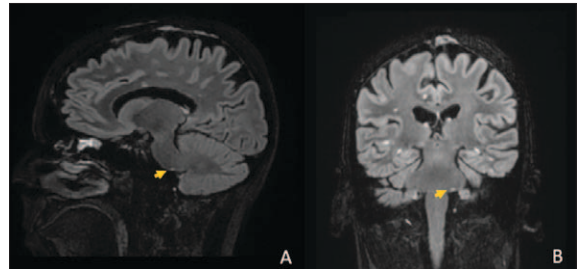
Follow-up Brain MRI: sagittal (A) and coronal (B) T2 FLAIR FS images showing a hypersignal in the dorsolateral aspects of the left pons (yellow arrows).
